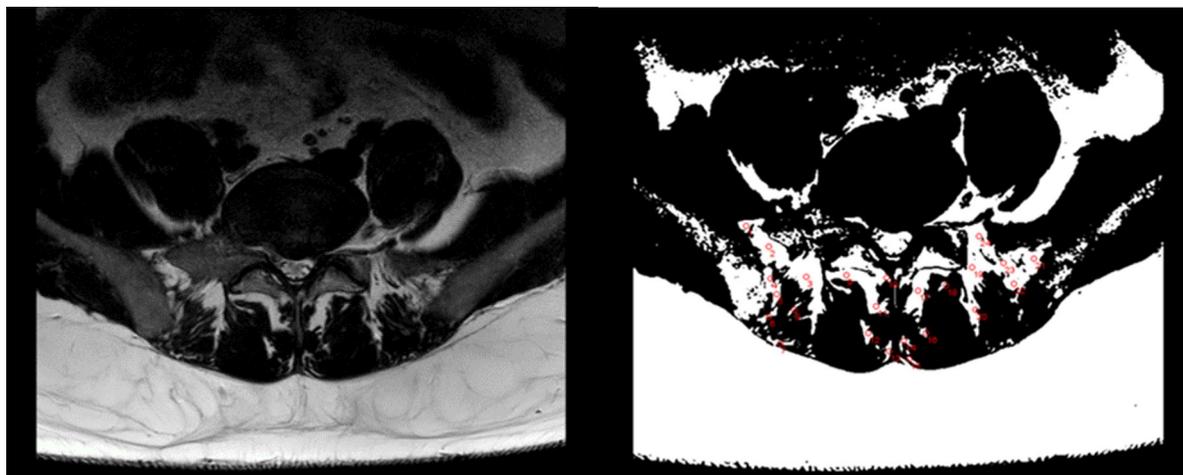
Расчет степени жировой дегенерации *mm. multifidi* и *m. erector spinae* по данным аксиальной МР-томограммы с помощью программы Image J (LOCI, Университет штата Висконсин, США)
